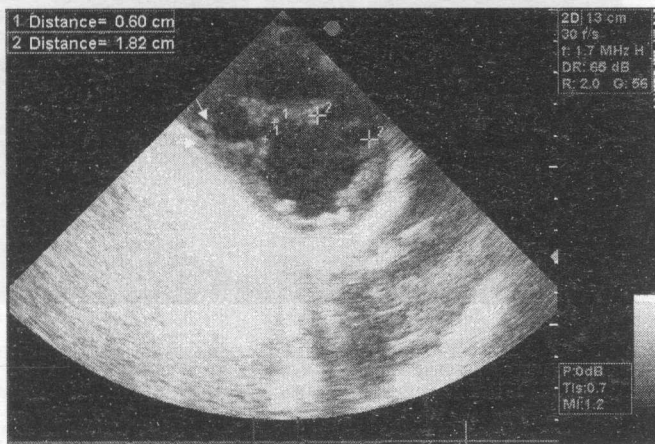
2 DSV musculară medii de dimensiuni mari. Secțiunea parasternală transversală.
